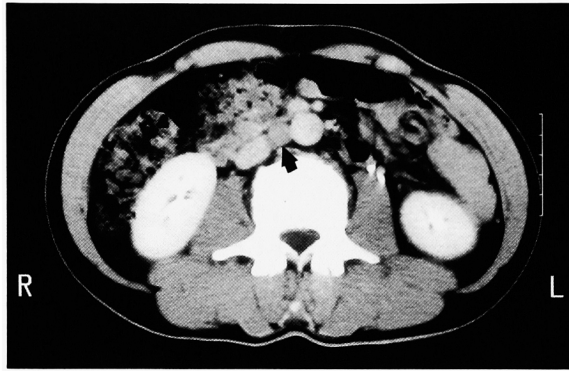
Abdominal CT reveals aorto-caval lymph node metastasis.
